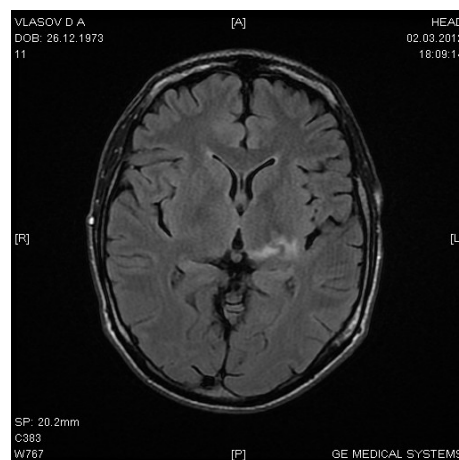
Больной В. Токсоплазмоз головного мозга. МРТ от 02.03.2012
